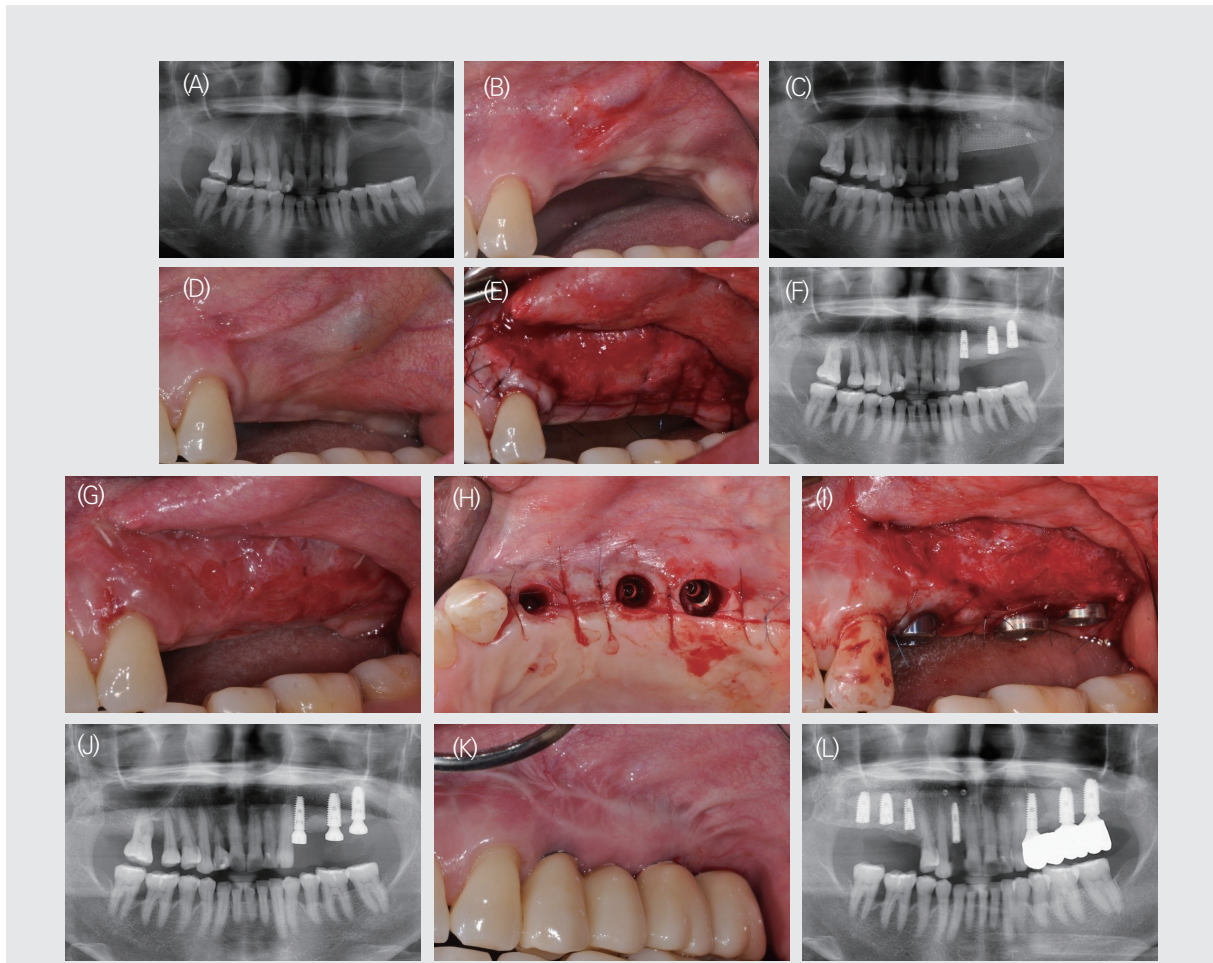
(A) Panoramic radiograph and (B) clinical condition at the initial examination. (C) Panoramic radiograph after sinus bone graft and simultaneous vertical ridge augmentation. (D) Clinical condition at 6 months postoperatively. (E) Buccal view immediately after performing partial-thickness apically positioned flap (APF) at implant 1st stage surgery. (F) Panoramic radiograph after implant 1st stage surgery. (G) Healing condition 1 week after APF. (H) Clinical condition 4 months after APF. (I) Buccal view immediately after performing simplified periosteal fenestration at implant 2nd stage surgery. (J) Panoramic radiograph after implant 2nd stage surgery. (K) Clinical and (L) radiographic view of #24,26,27 implants at 12 months after vestibuloplasty.
